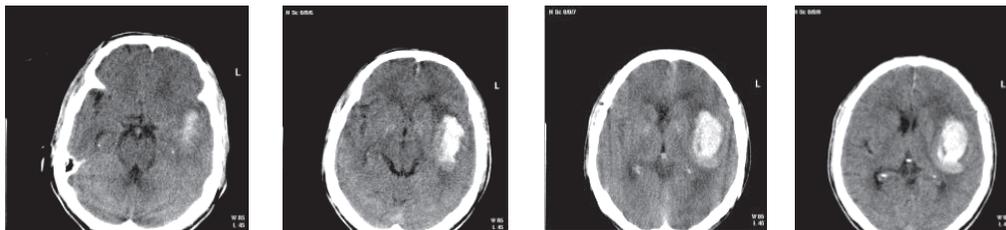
КТ-изображения латеральной (путаменальной) гематомы.
